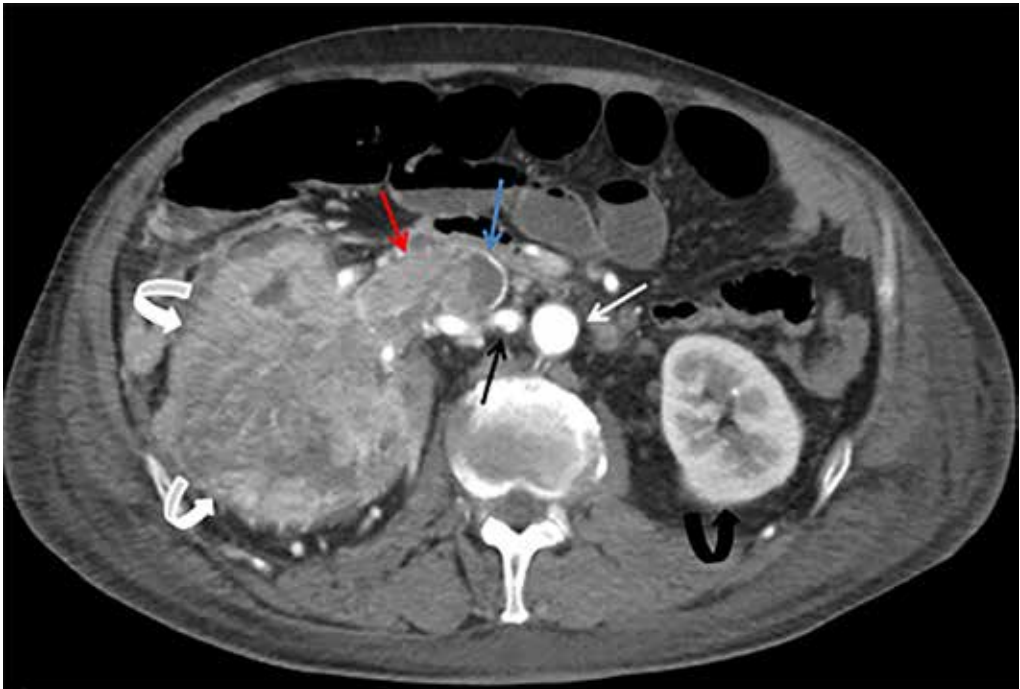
Fase arterial de una tomografía computada axial donde se muestra el riñón izquierdo normal y el riñón derecho con una importante masa correspondiente a carcinoma.
